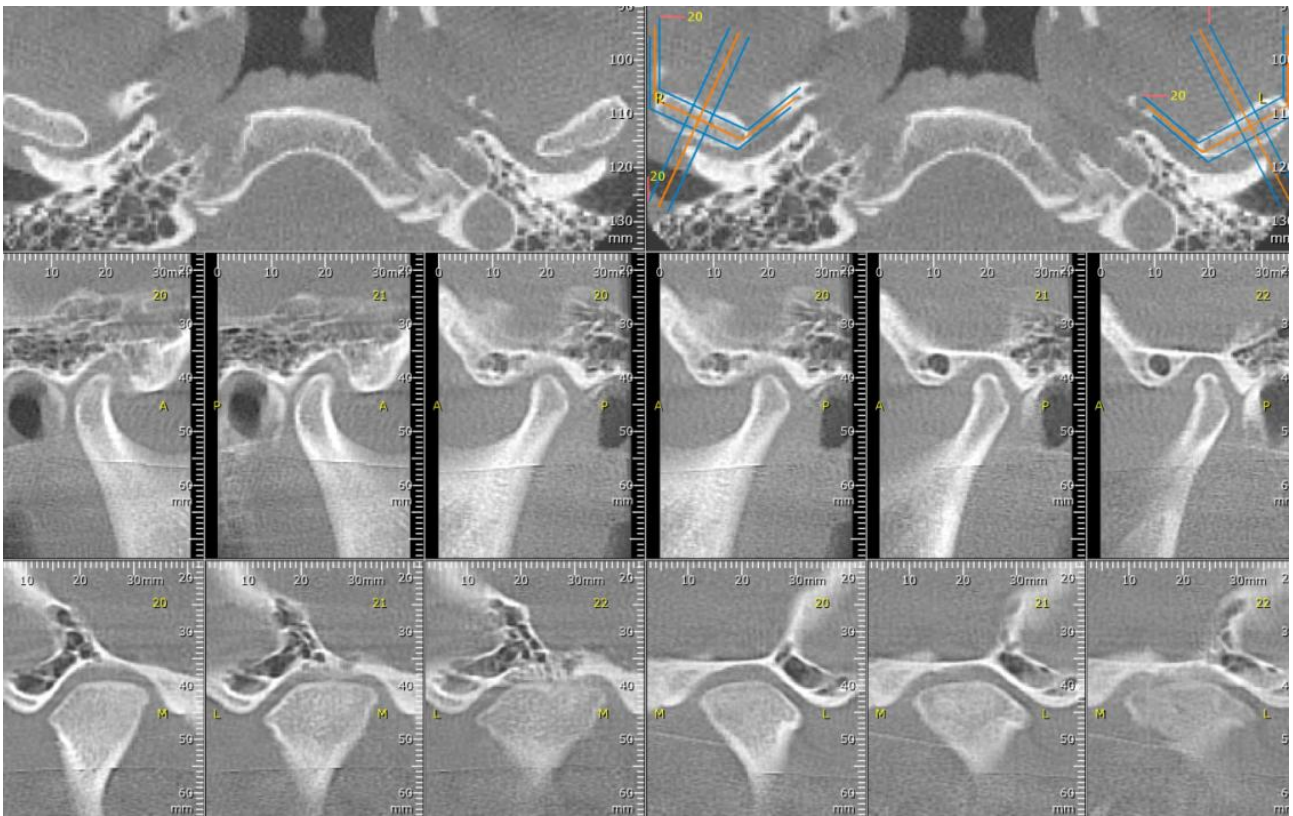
CBCT de articulație temporo-mandibulară, cu evidențierea de modificări la nivel de condil
